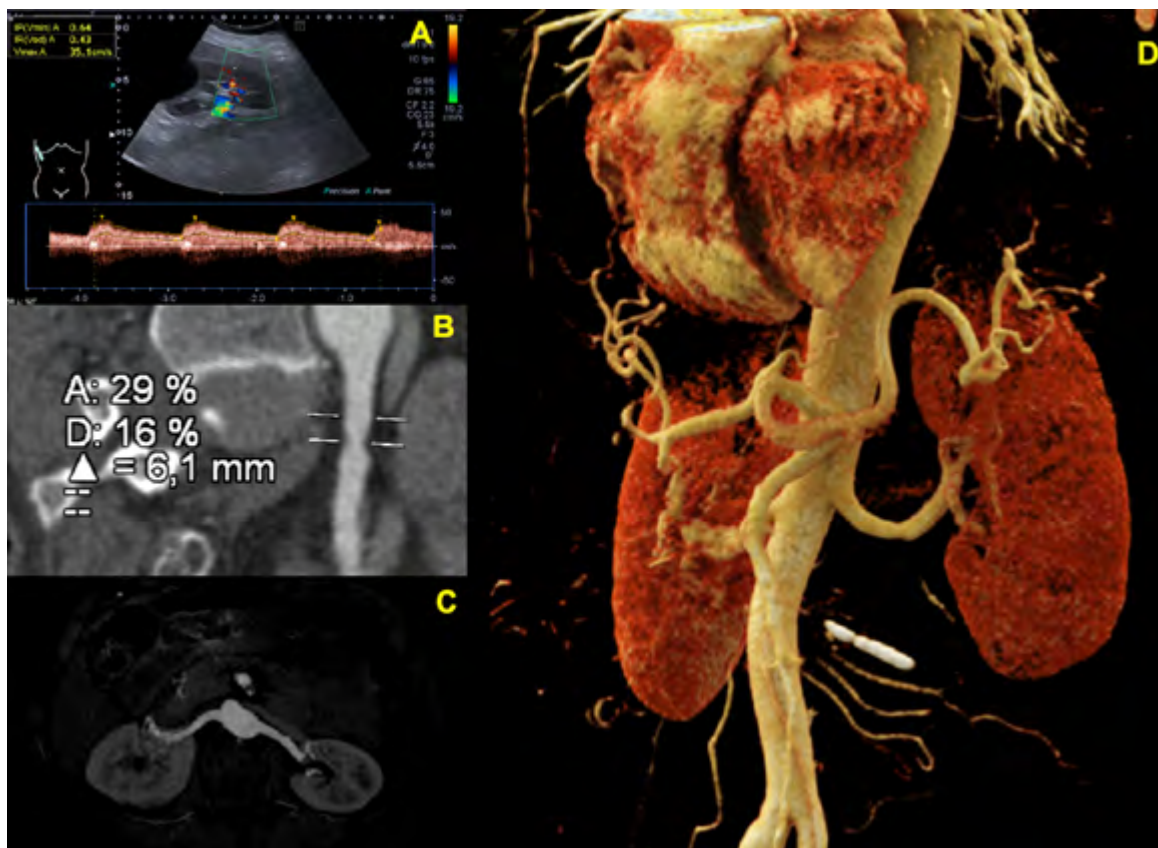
A) Ecografía doppler de arterias renales que muestra disminución del pico sistólico de flujo (“parvus et tardus”) y bajos índices de resistencia. B y C) AngioTC abdominal que muestra estenosis de arteria renal izquierda e irregularidades en pared de arteria renal derecha. D) Reconstrucción 3D en angioTC abdominal que muestra dilatación sacular de tronco celíaco.
